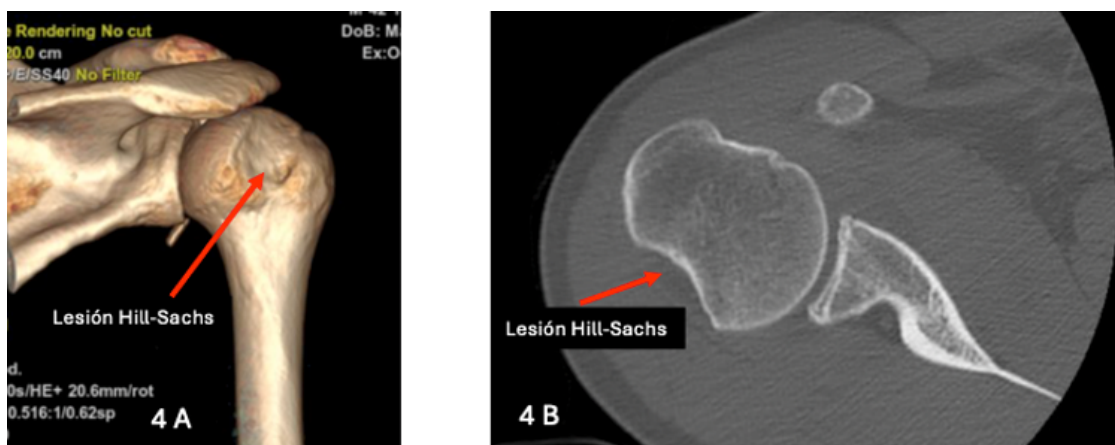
Muestra lesión de Hill Sachs en TAC 3D (4.A) y en corte axial de imagen de TAC 2D (4.B).
